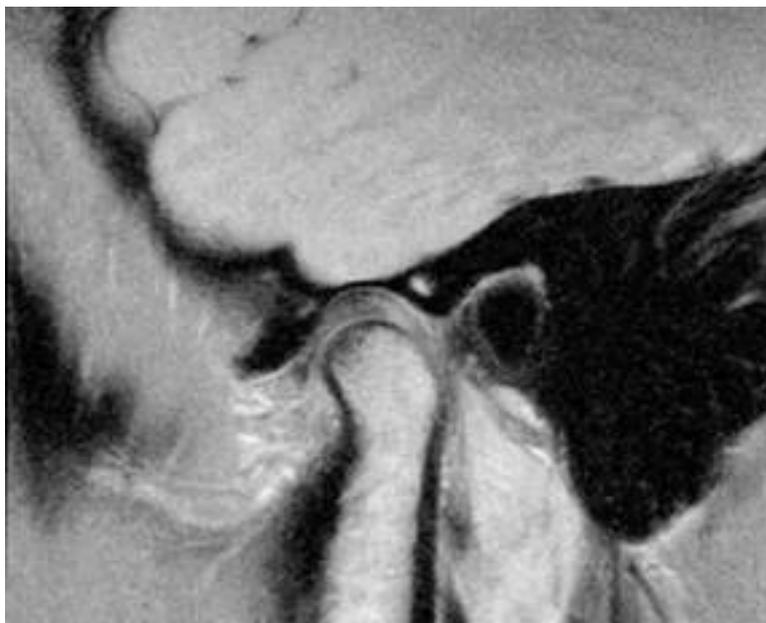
КТ Височно-нижнечелюстного сустава
